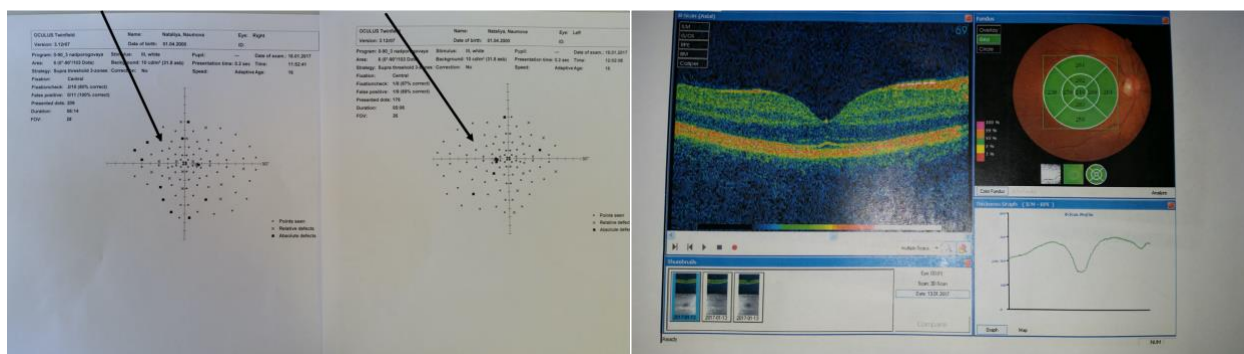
Окулярная компьютерная томография у пациентки с аГУС (2000г.р.) без глазных симптомов - множественные скотомы
